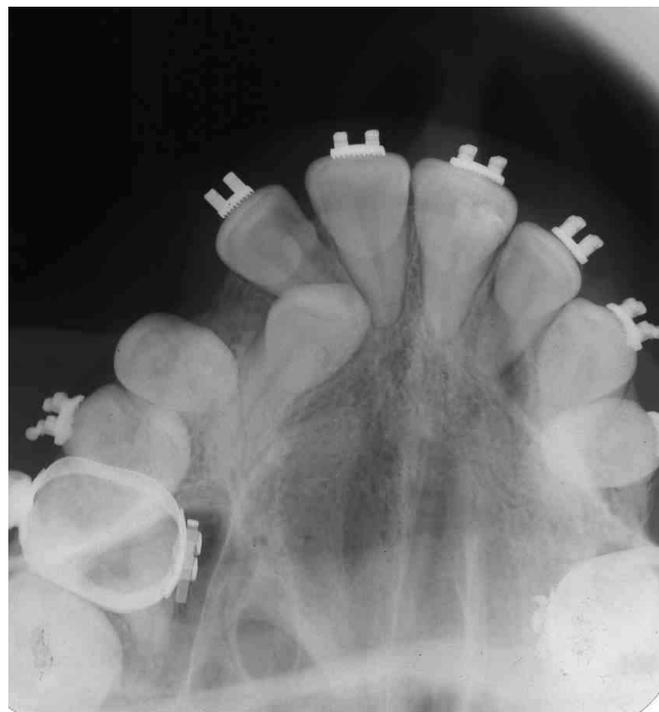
RADIOGRAFIA OCLUSAL
